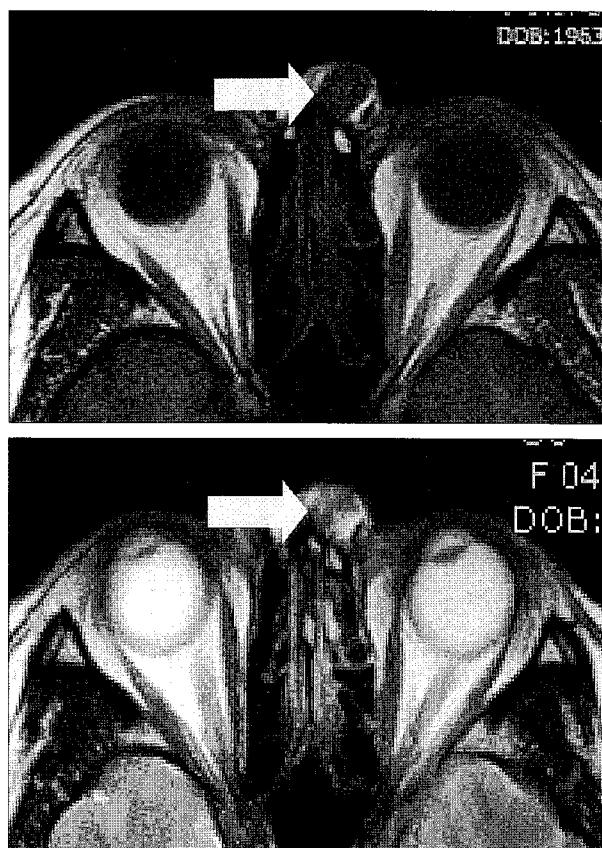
An MRI image shows benign looking well defined ovoid enhancing solid mass over the subcutaneous fat layer at left side nasal root without evidence of nasolacrimal system relation. (Above) The lesion produce homogeneous low intensity on axial T1-weighted MRI, (Below) heterogeneous high intensity on axial T2-weighted MRI.
